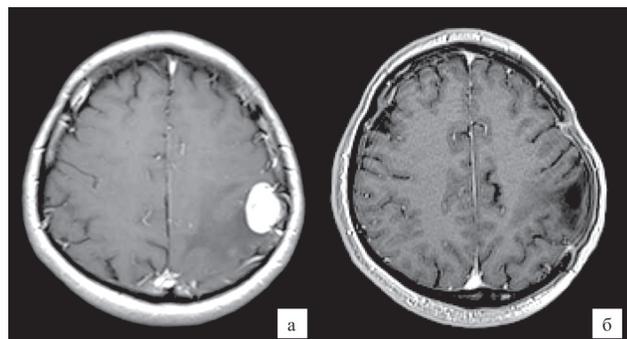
МРТ головного мозга в режиме T1 с контрастированием: а – до оперативного лечения; б – через 9 мес после оперативного лечения
